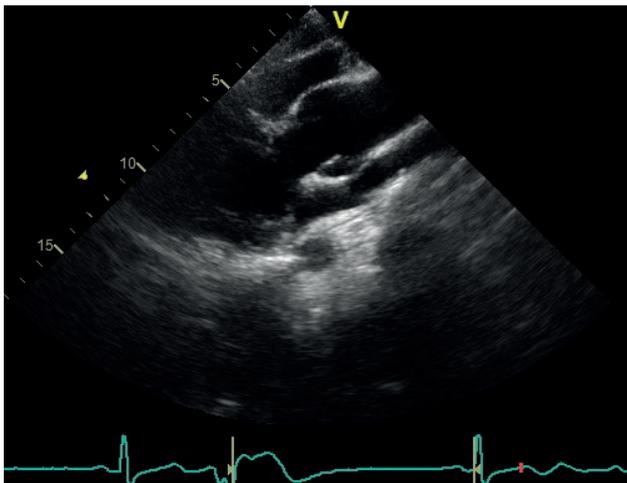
Эхокардиограмма в В-режиме: расширение аорты на уровне синусов Вальсальвы.
